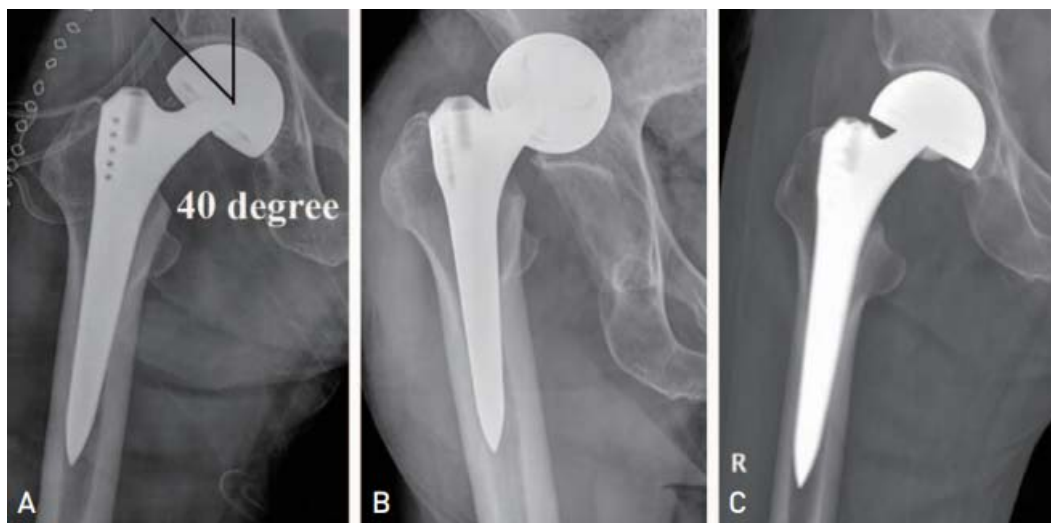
une femme de 72 ans présentant une fracture du col fémoral.(A) : une radiographie de la hanche opérée en post-opératoire immédiat montrant un angle CE de 40° mesuré entre le centre de la tête prothétique et le bord latéral de l'acetabulum. (B) : une radiographie à J14 postop montrant une luxation de la prothèses bipolaire. (C) : la patiente est traitée par réduction non chirurgicale, la radiographie est prise après traitement. Il n'y a pas eu de récurrence par la suite.[68]
